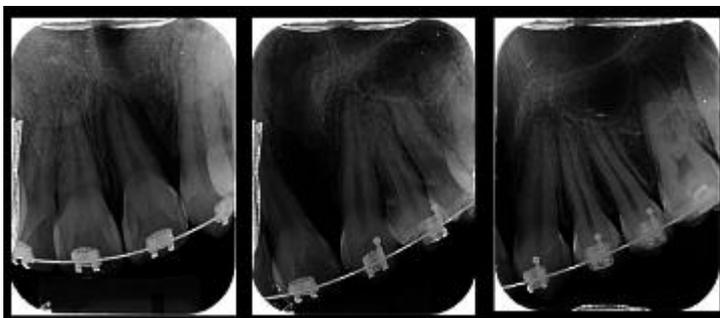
Radiografias Periapicais obtidas quatro meses após a cirurgia de enxerto.
